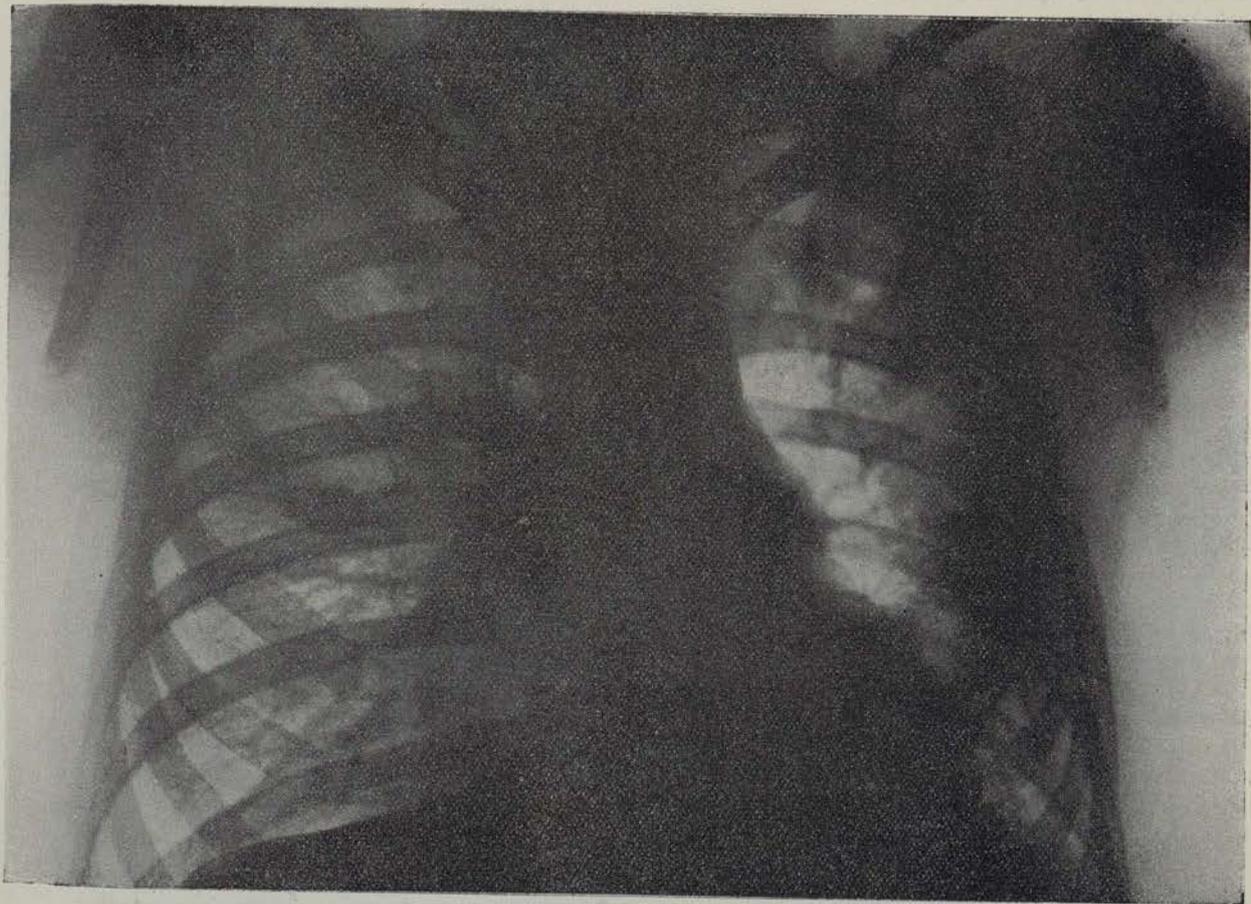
Observación Emilio T. - Radiografía obtenida en 30 - IX - 24
